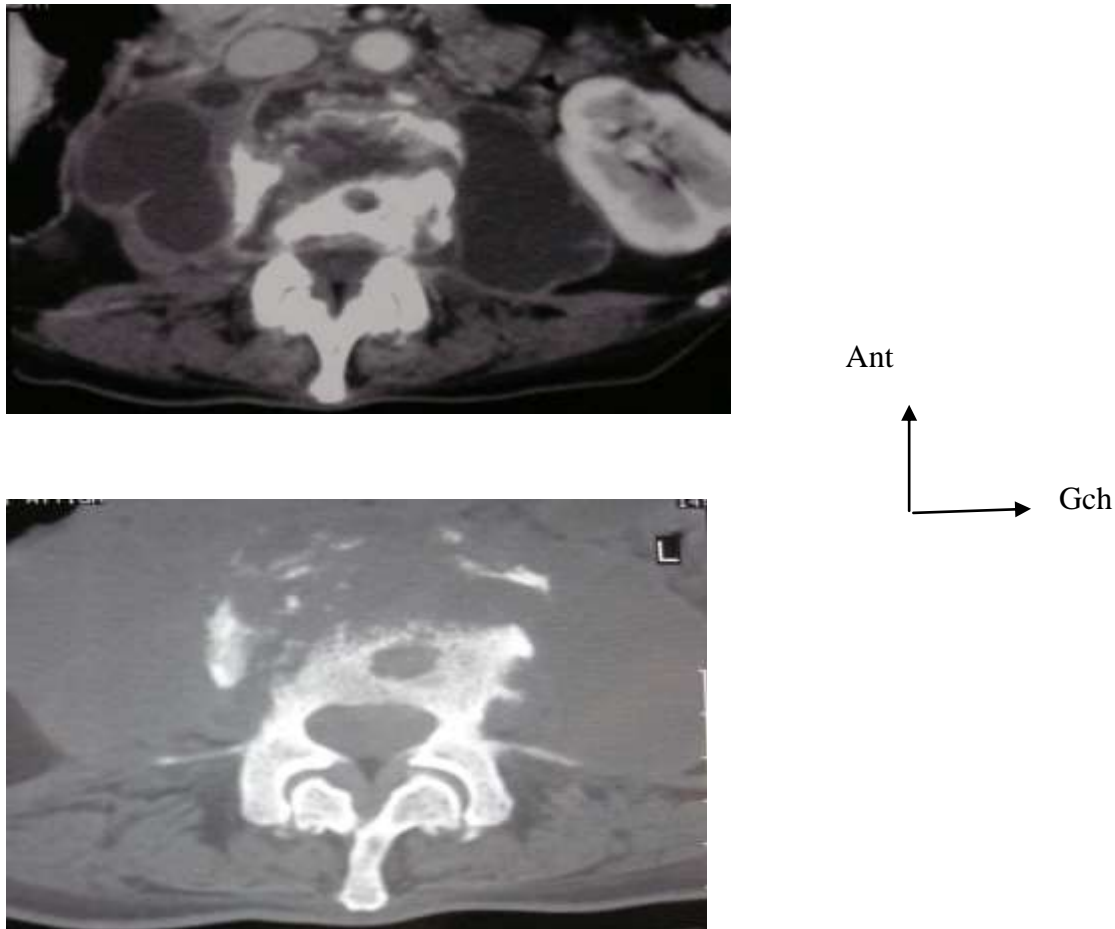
TDM lombaire en coupe transversale : SPDT L2-L3 avec des abcès latéro-vertébraux visibles sur la fenêtré parties molles (a) et lyse osseuse avec image de géode centro-somatique sur la fenêtré osseuse (b) [5].
